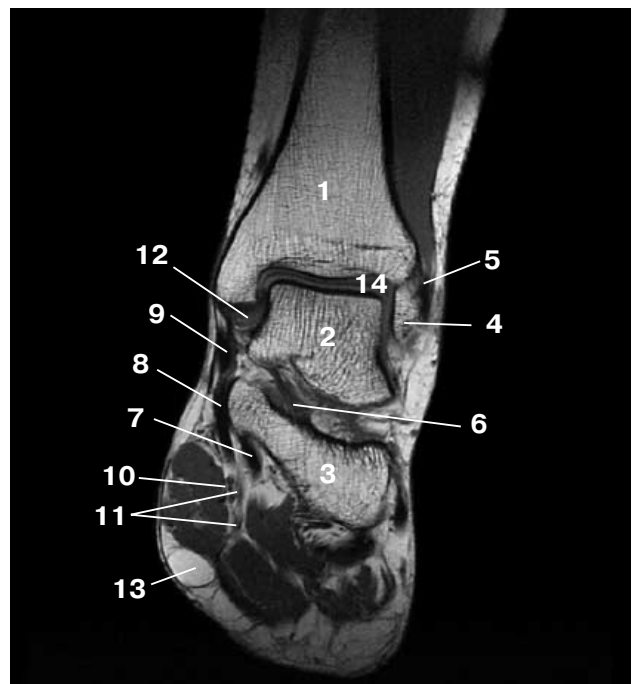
T1-взвешенная срединная коронарная МР-томограмма через подтаранный сустав. 1 – большеберцовая кость, 2 – таранная кость, 3 – пяточная кость, 4 – латеральная лодыжка, 5 – lig. tibiofibulare anterius, 6 – таранно-пяточная связка (lig. talocalcaneum interosseum), 7 – m. flexor hallucis longus, 8 – m. flexor digitorum longus, 9 – tendo m. tibialis posterior, 10 – a. tibialis posterior, 11 – n. tibialis u n. plantaris medialis, 12 – дельтовидная связка (partes tibiotalares), 13 – псевдолинома.
